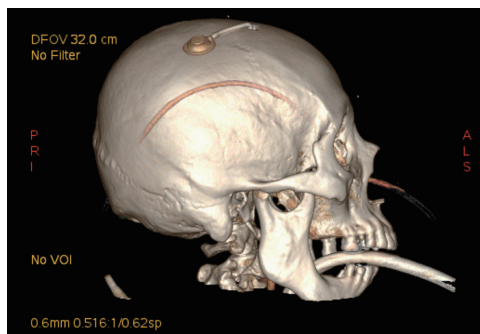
脑室 Ommaya 囊植入术后头颅三维 CT 可见 Ommaya 囊及脑室端引流管
